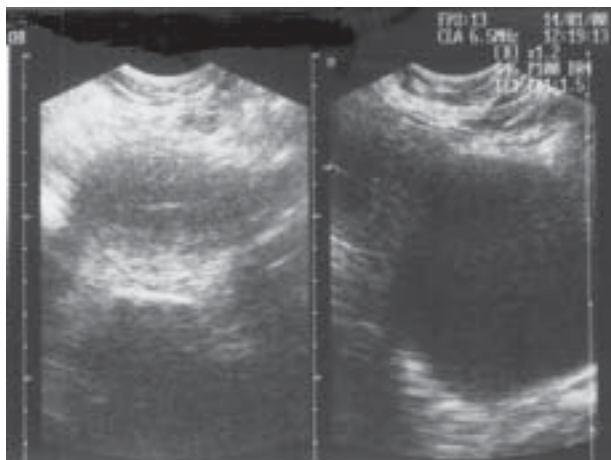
Ultrasonografía. En la mitad izquierda, sección transversa del cuerpo uterino. En la derecha se ve el cuello grande y redondeado (extremo derecho), con ecos muy finos, después del cuerpo.
